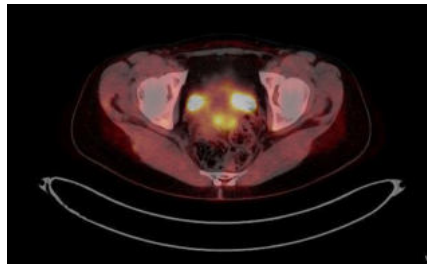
Uterine PET examination using [ $^{18}\text{F}$ ] FDG
